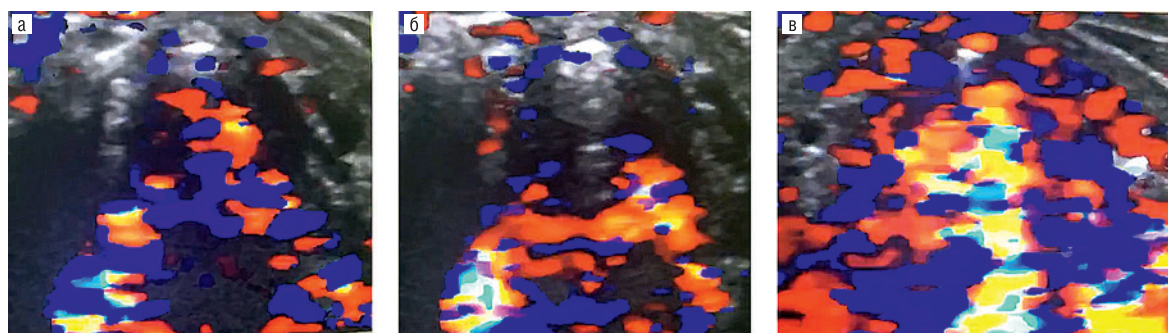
УЗИ гортани в режиме доплерографии в покое. Поперечный срез на уровне голосовых складок. Отсутствие гемодинамически значимых нарушений кровотока, симметричный и синхронный сосудистый рисунок (а) и при форсированном дыхании (вдох) – усиление сосудистого рисунка при отведении голосовых складок, отсутствие гемодинамически значимых нарушений кровотока, симметричный и синхронный сосудистый рисунок (б) и фонации звука «и» – усиление сосудистого рисунка при приведении голосовых складок, отсутствие гемодинамически значимых нарушений кровотока, симметричный и синхронный сосудистый рисунок (в)
